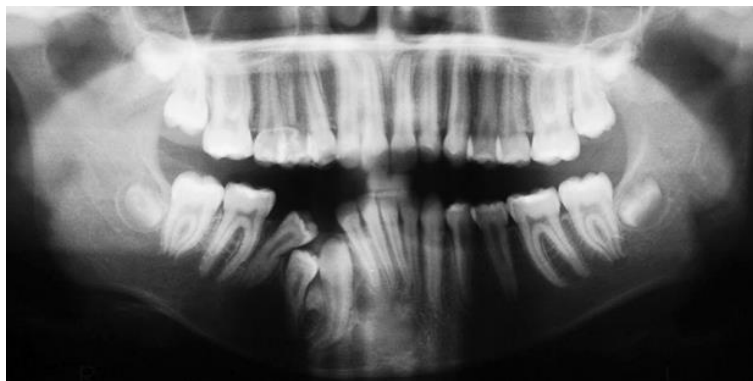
Radiographie panoramique montrant la mise en place des dents n°43, 44 et 45 après la dépose du drain de décompression, à 11 mois post-opératoire (83)
